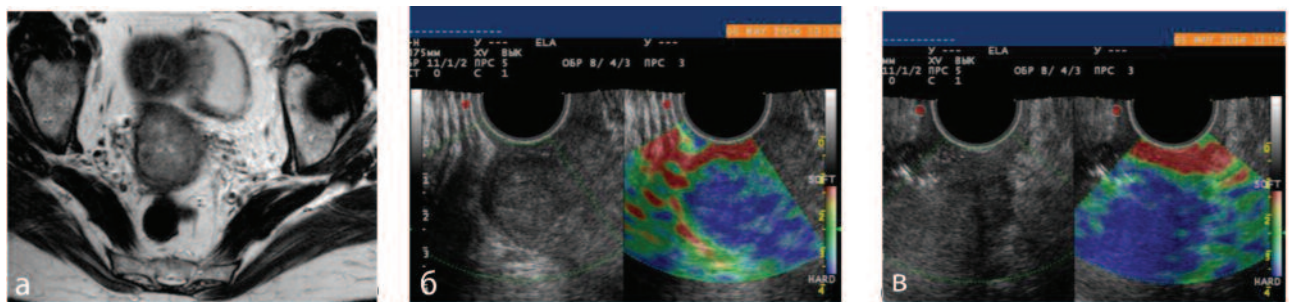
Рак шийки матки Т3а стадії. По правій боці ШМ межа збережена (б), по лівому боці пухлина поширюється на параметральну клітковину (в): а) МРТ; б, в) соноеластограми ШМ
